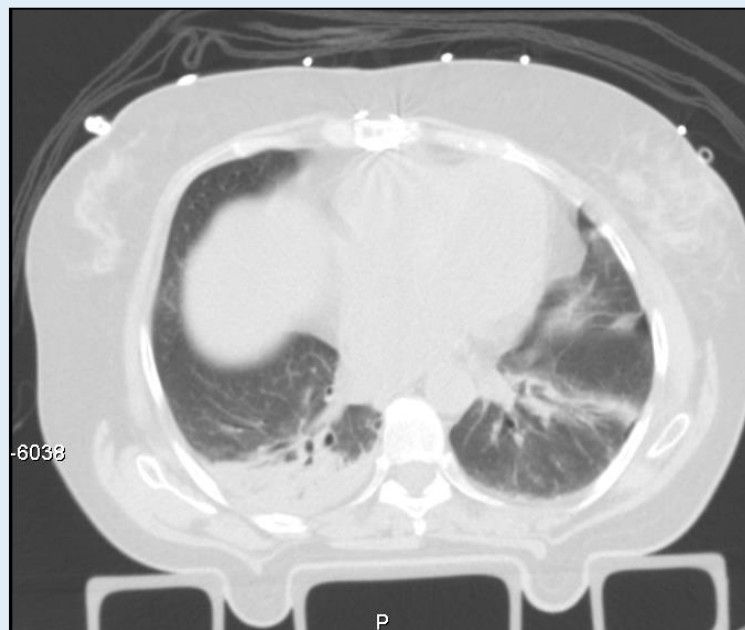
TC-TAP - Contusão Pulmonar.
